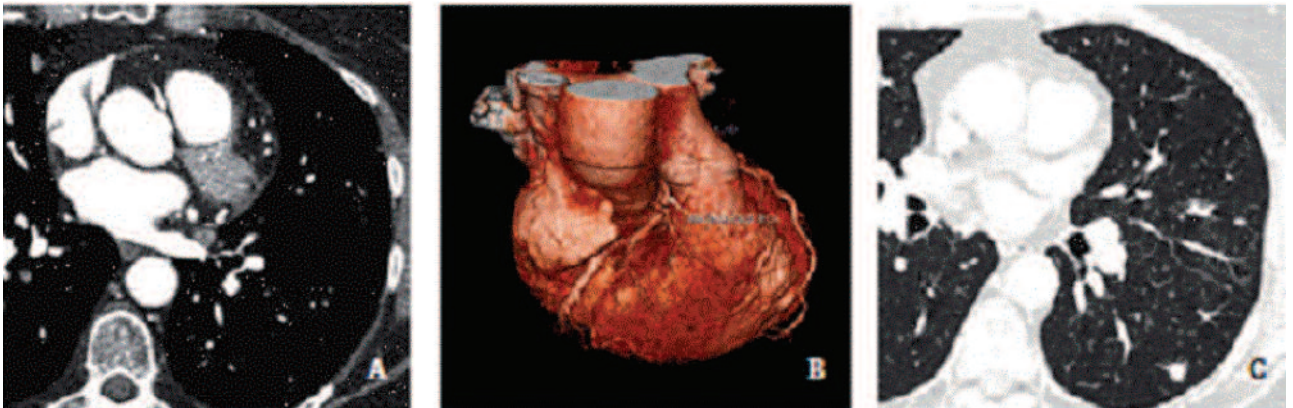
Пациент с подозрением на аномалию правой коронарной артерии. КТ коронарная ангиография показала межартериальную правую коронарную артерию (А), также показано на 3D реконструкции; (В). Реконструкция полного поля зрения показывает спикүлоподобную тень в легком, которая оказалась метастатическим поражением при раке грудной железы (С). (Предоставлено Prof. Edwin Van Beek)
